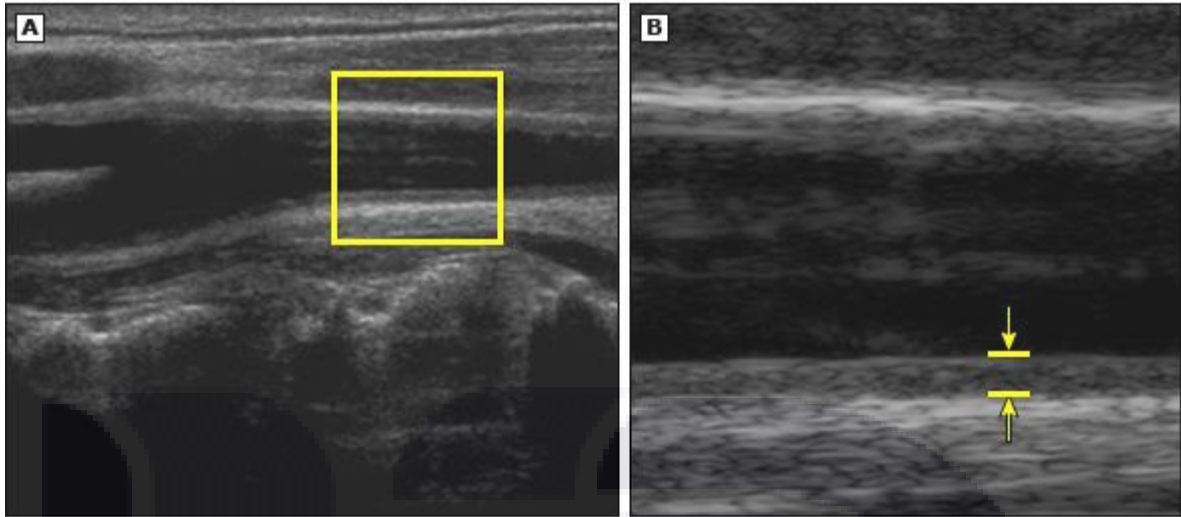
Fotografías de ultrasonido modo B de la arteria carótida común.
